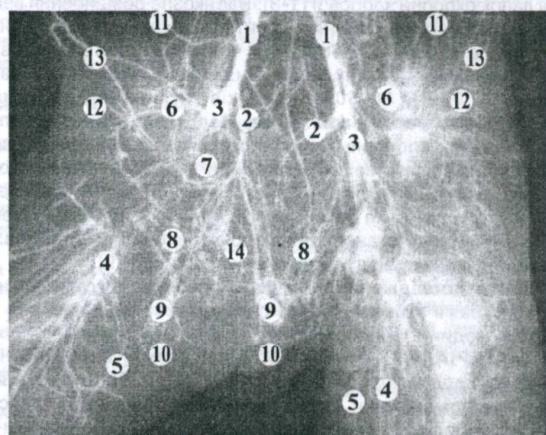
Контрастована рентгенограма органів таза плода людини 350,0 мм ТПД. Праве стегно відвідено. Венозні судини заповнені сумішшю на основі суроку. Зб. х1,2.
